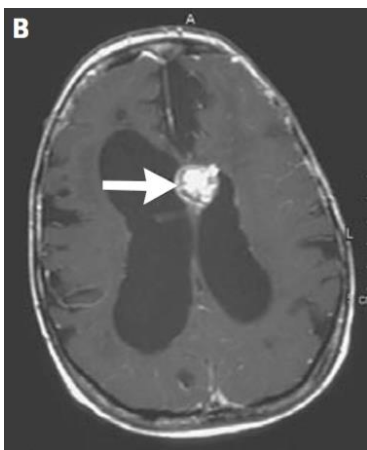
SEGA visible à l'IRM<sup>(5)</sup>
